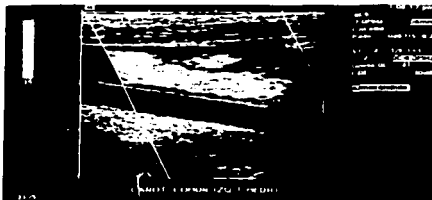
Ausencia de señal al doppler color y pulsado en la arteria carótida común izquierda por oclusión proximal.
